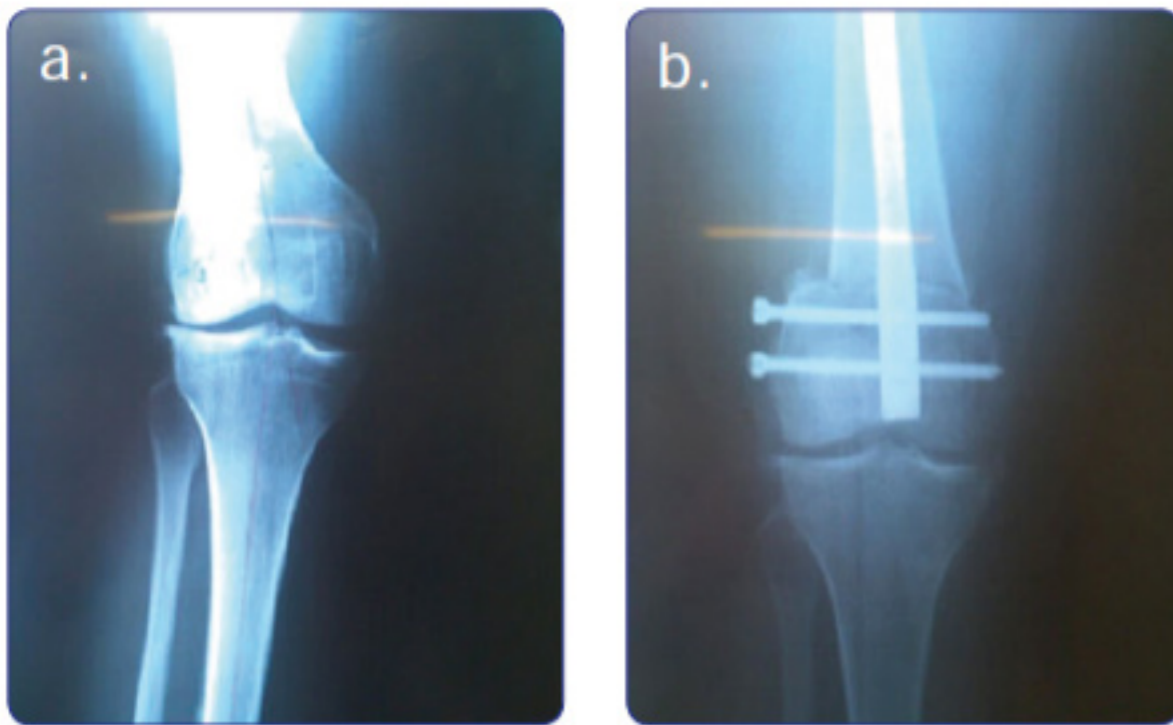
Paciente de 42 años con genu valgo y signos de artrosis en el compartimiento lateral. a) Radiografía prequirúrgica. b) Radiografía posquirúrgica.
